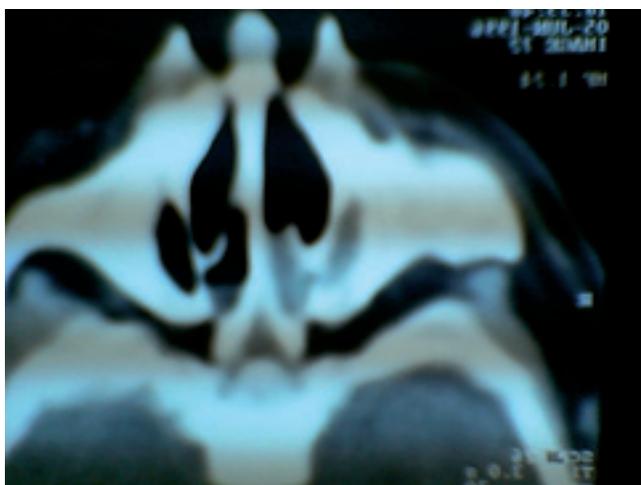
TAC, corte axial de atresia bilateral de coanas.
